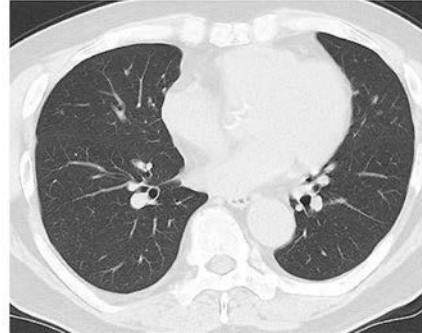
Chest CT findings. Chest CT of Case 1 (the daughter) demonstrated diffuse centrilobular granular nodules and ground-glass appearance in both lung fields, without any evidence of infiltration, traction bronchiectasis, mosaic attenuation pattern, or air trapping. Chest CT of Case 2 (the mother) showed diffuse centrilobular granular nodules in both lung fields. Chest CT of the father did not show such abnormal findings.
